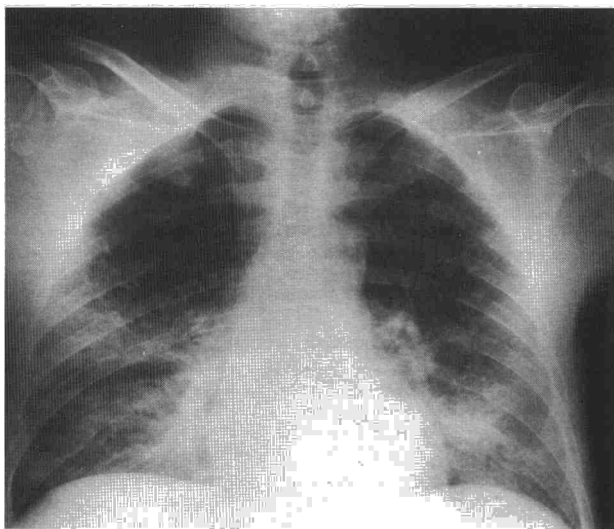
Radiografía de tórax que muestra un patrón alveolointerstitial bilateral extenso.
